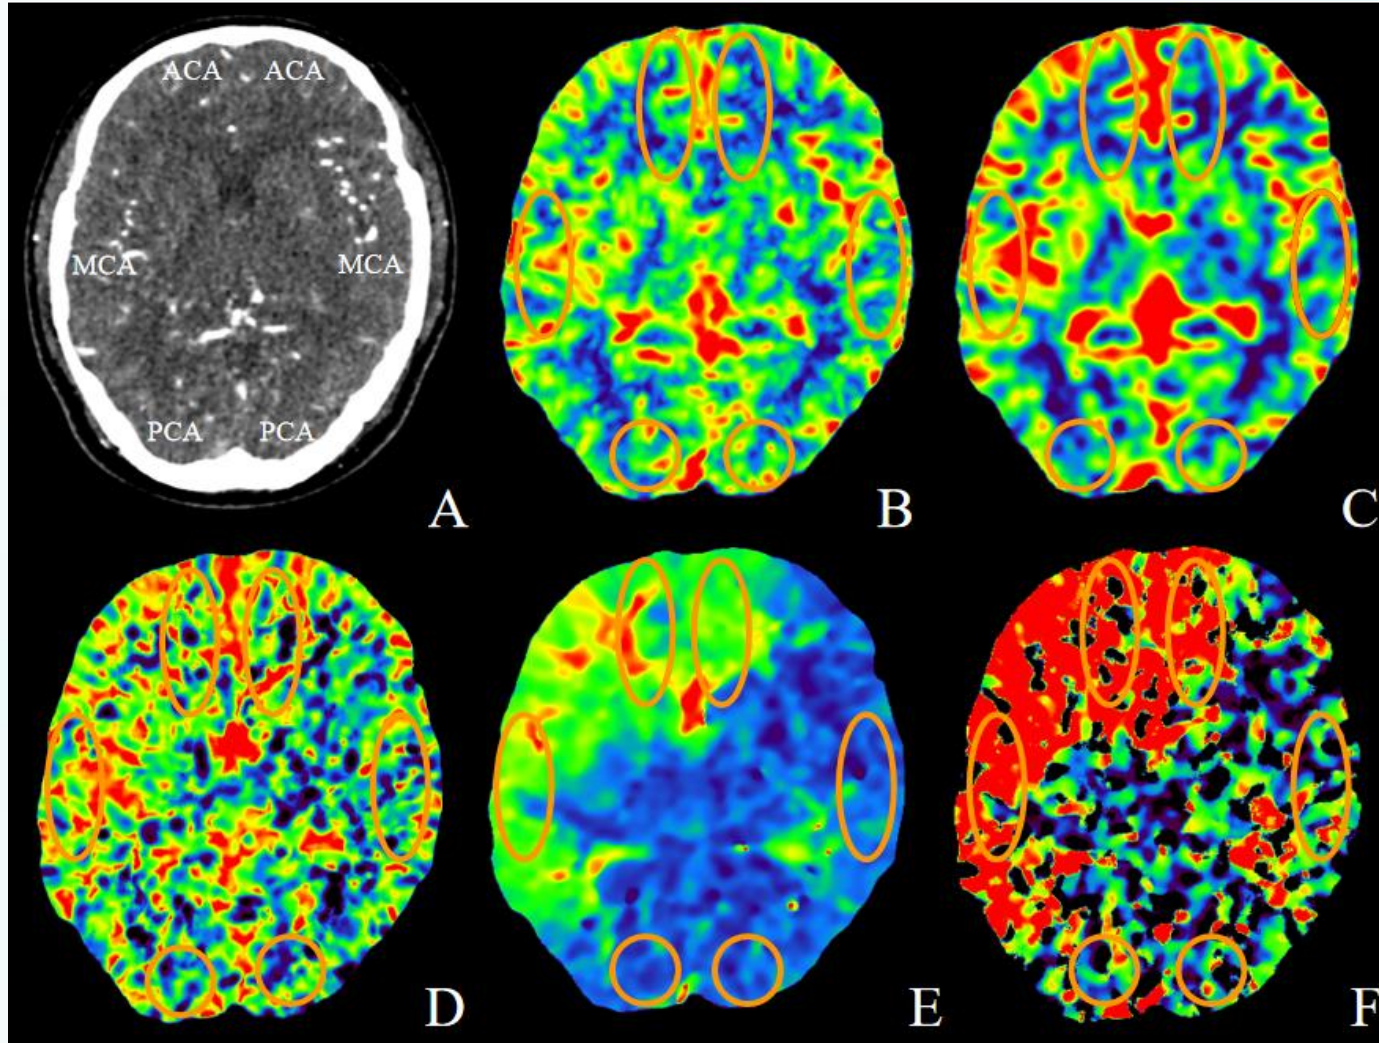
灌注参数图的ROI绘制。36岁男性，因持续性口角麻木就诊，与图1为同一患者。A.平扫CT脑实质未见明显异常，额叶为大脑前动脉供血区，颞叶为大脑中动脉供血区，枕叶为大脑后动脉供血区；B-F分别为：脑血流量CBF、脑血容量CBV、平均通过时间MTT、达峰时间TTP、延迟时间DLY，可见TTP和DLY图中双侧额叶及右侧颞叶灌注时间明显延长。
